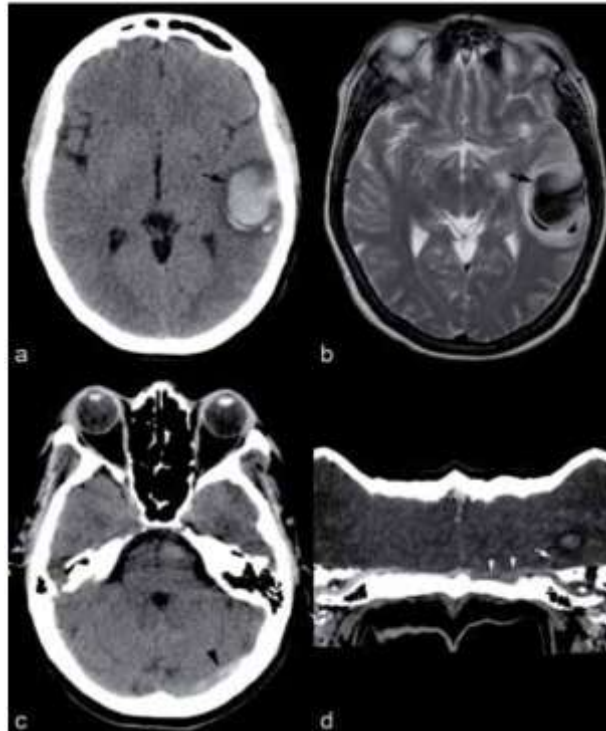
Hémorragie intracérébrale temporale gauche (flèches) sur TDM cérébral (a) et IRM en T2 (b). La TDM montre la thrombose du sinus transverse gauche spontanément hyperdense (tête de flèche en c). Reconstruction courbe de phlébo-CT (d) montre un défaut partiel d'opacification des sinus transverse et sigmoïde gauches (têtes de flèches blanches). A noter que la veine de Labbé gauche n'est pas opacifiée (flèche blanche) ce qui est la cause probable de l'hémorragie.
